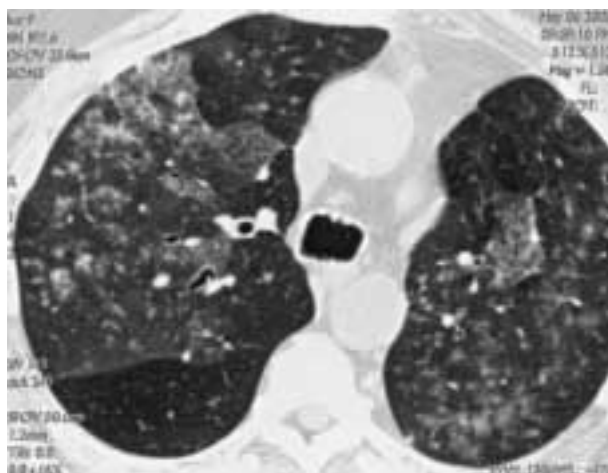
Carcinoma bronchiolo-alveolare. Paziente con carcinoma bronchiolo-alveolare primitivo del lobo superiore destro e diffusione endobronchiale bilaterale. Lo studio HRCT eseguito a livello della carena evidenzia, bilateralmente, zone di densità a “vetro smerigliato” e micronoduli di varia densità, alcuni dei quali, a distribuzione centrolobulare.
